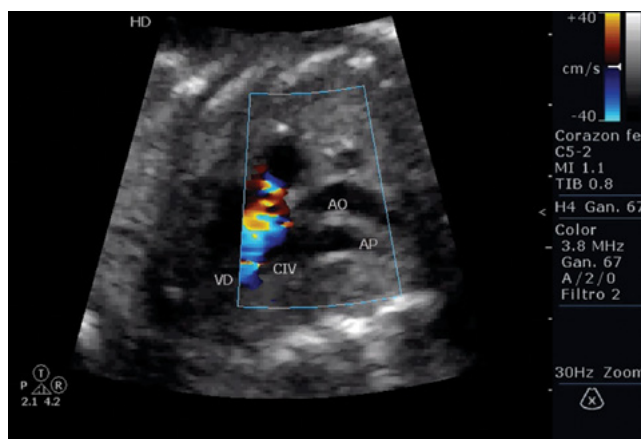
Ecocardiograma fetal mostrando doble salida del ventrículo derecho con vasos bien relacionados y CIV.
